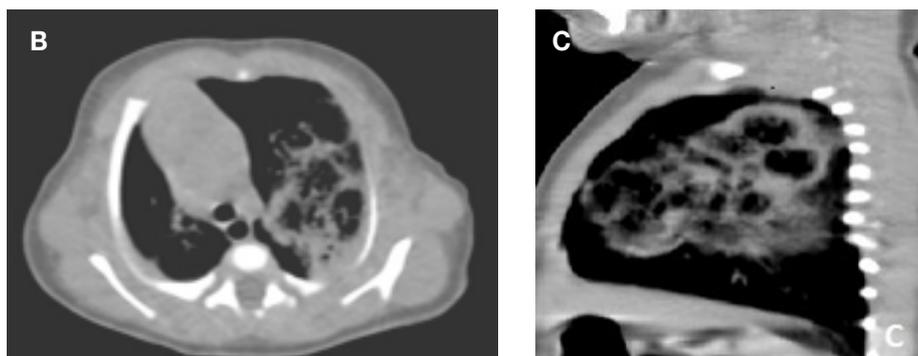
B) TC Tórax simple cortes axiales C) Reconstrucción sagital, múltiples imágenes quísticas de paredes delgadas del pulmón izquierdo que comprometen el lóbulo superior y lingula.
